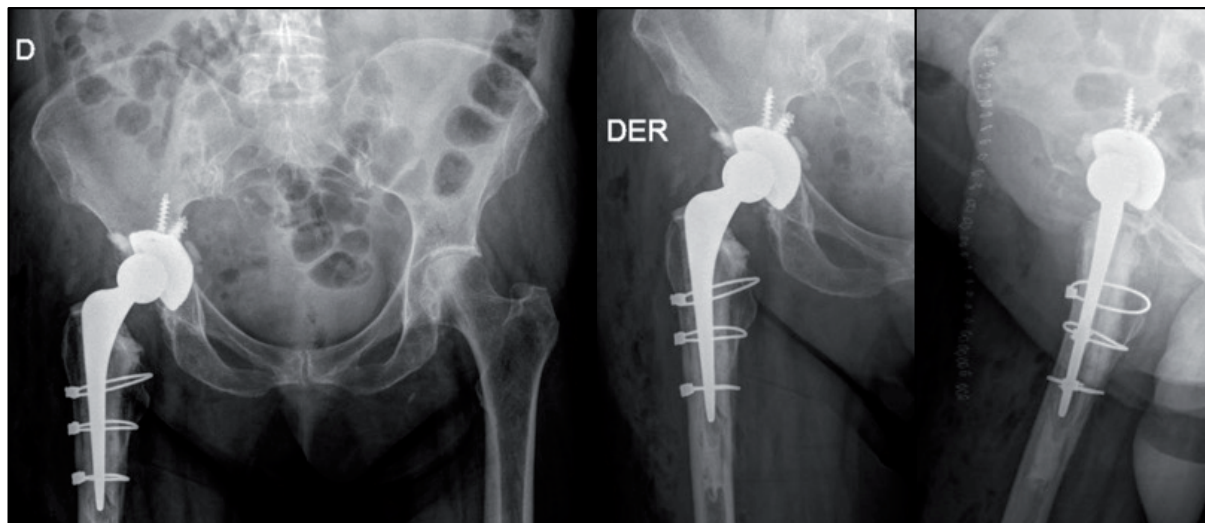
Radiografías de fractura Vancouver B 2 W post cirugía de revisión CsC.
